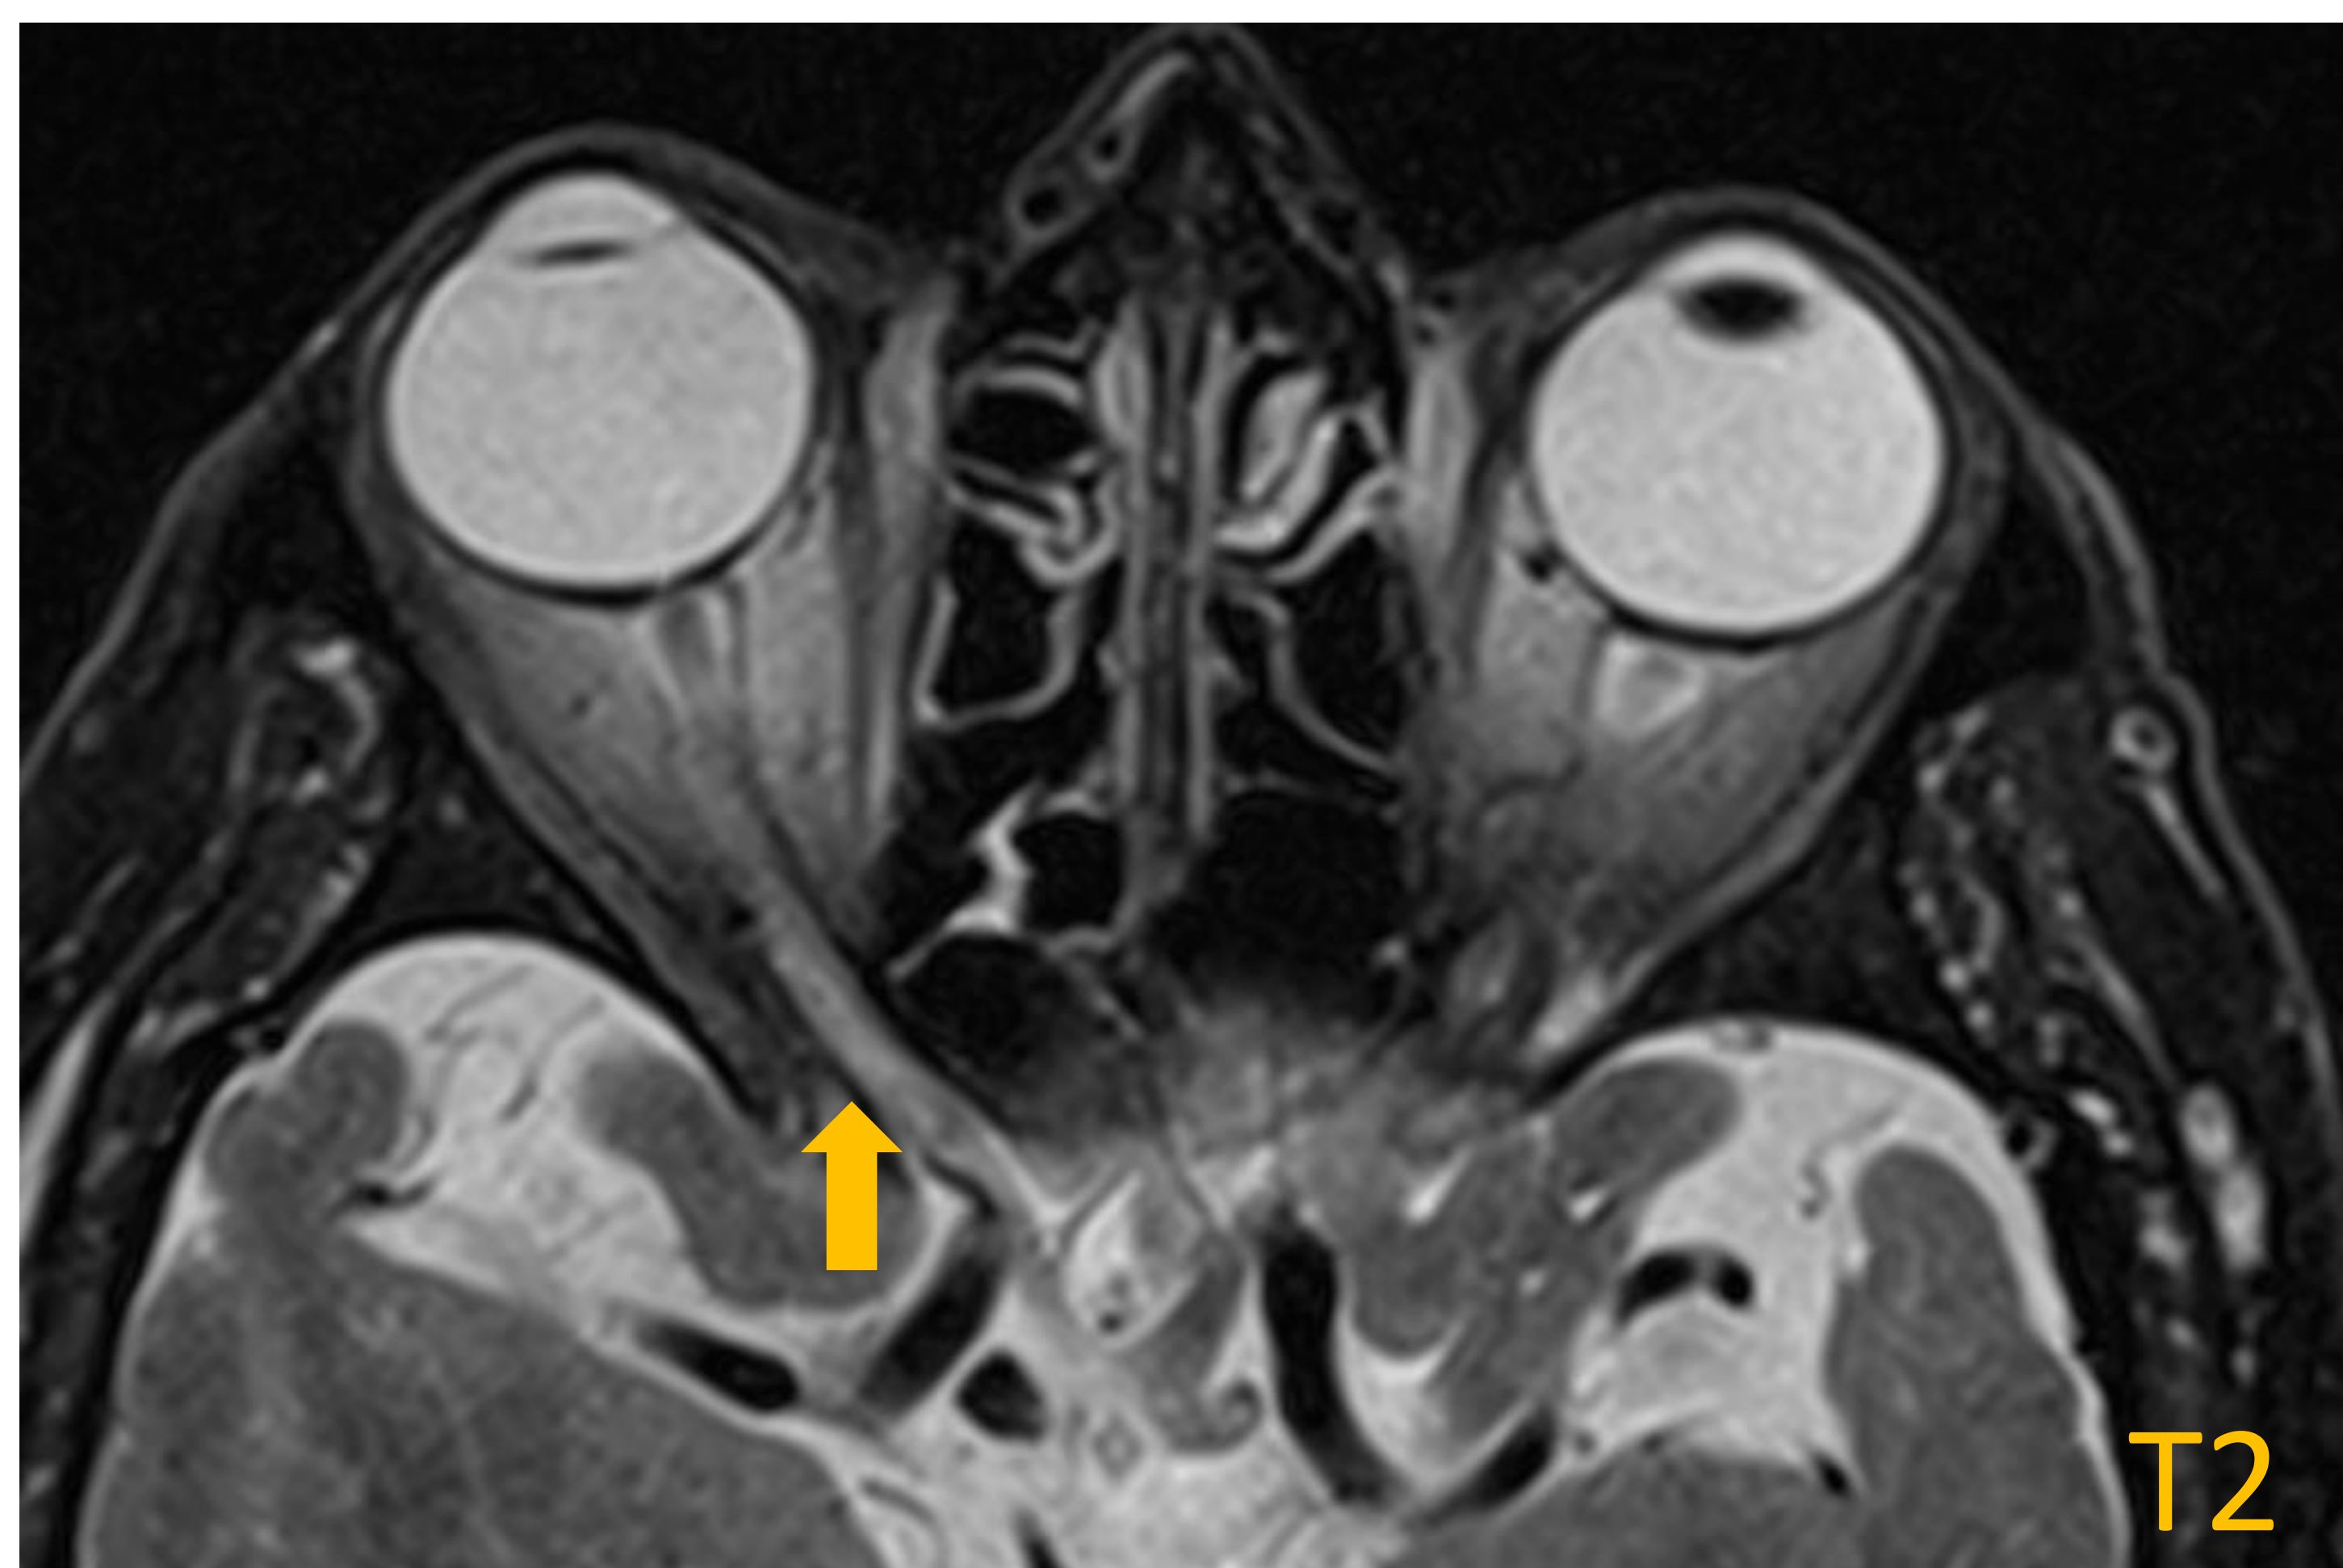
RM orbitaria en T2 FS con discreta alteración de señal de la porción posterior del nervio óptico derecho, en relación a neuritis óptica isquémica no arterítica (NOINA) conocida.
